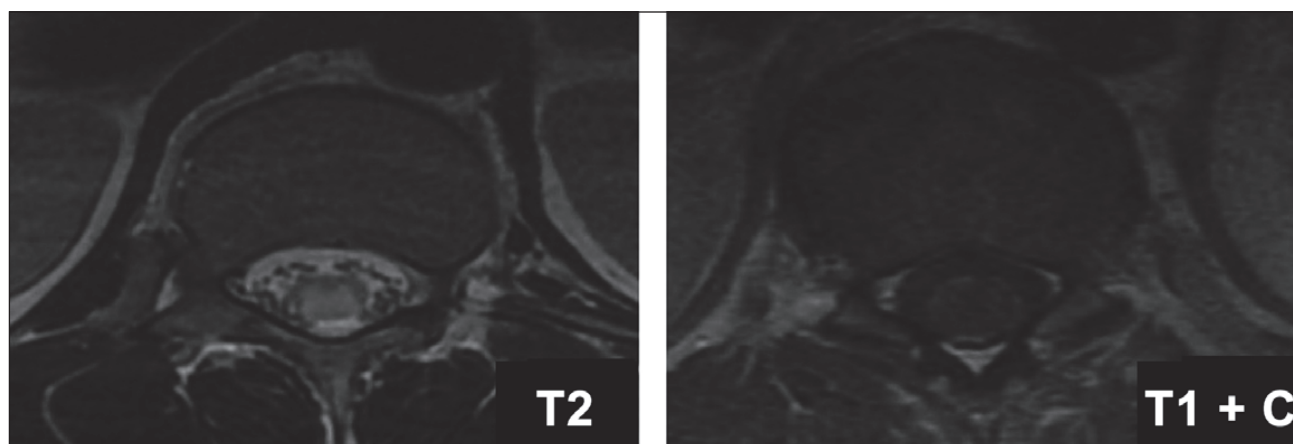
МРТ грудного відділу хребта пацієнта, аксіальні зрізи (T2-33 і T1-33 з контрастним посиленням)
